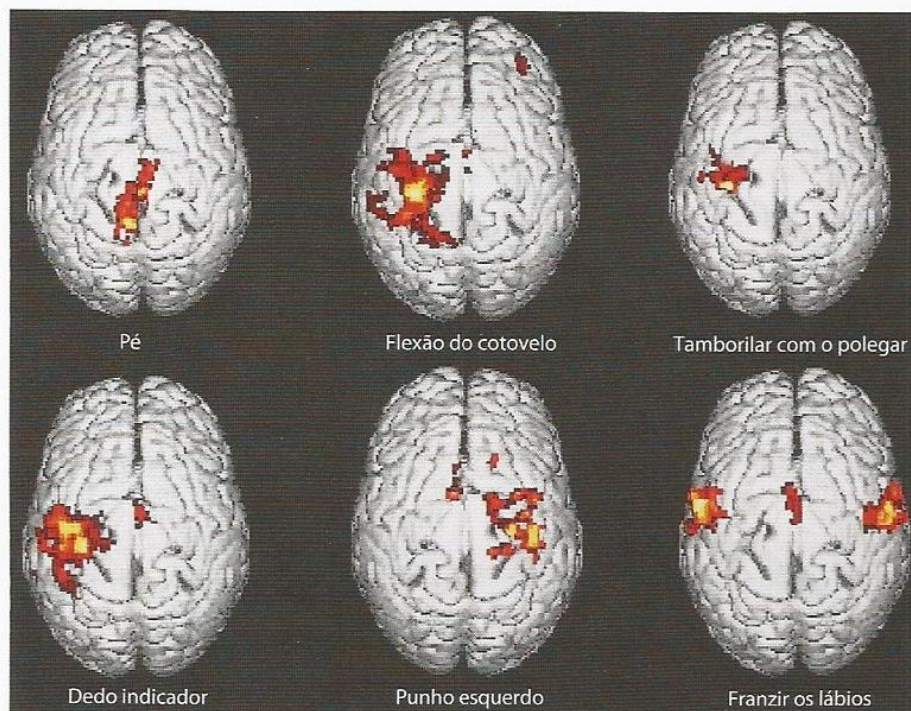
Representação cortical das regiões do corpo, conforme evidenciada à RM funcional (RMf) de indivíduos normais. Os dados da RMf estão ilustrados em projeção de um modelo da superfície cerebral. Esses dados foram obtidos de 30 sujeitos, que realizavam movimentos repetitivos das partes indicadas do corpo. As cores vivas correspondem aos níveis altos de ativação: as áreas cerebrais com cores vivas eram ativadas durante os movimentos
